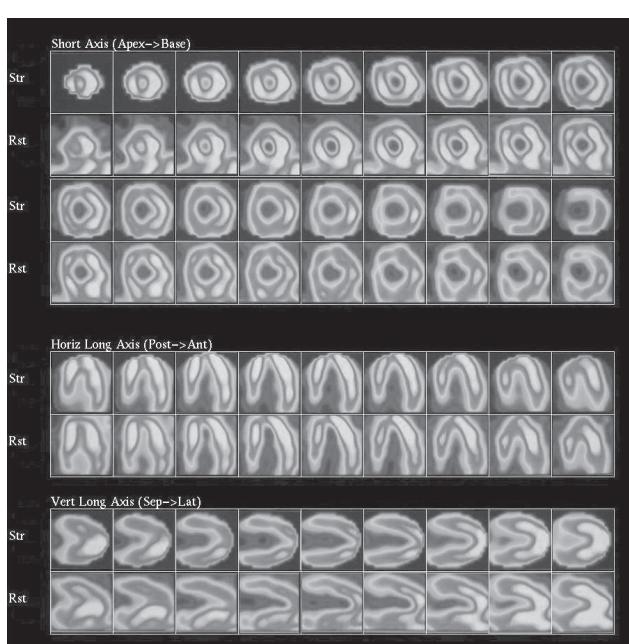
Результаты однофотонной эмиссионной компьютерной томографии в покое и при нагрузке
